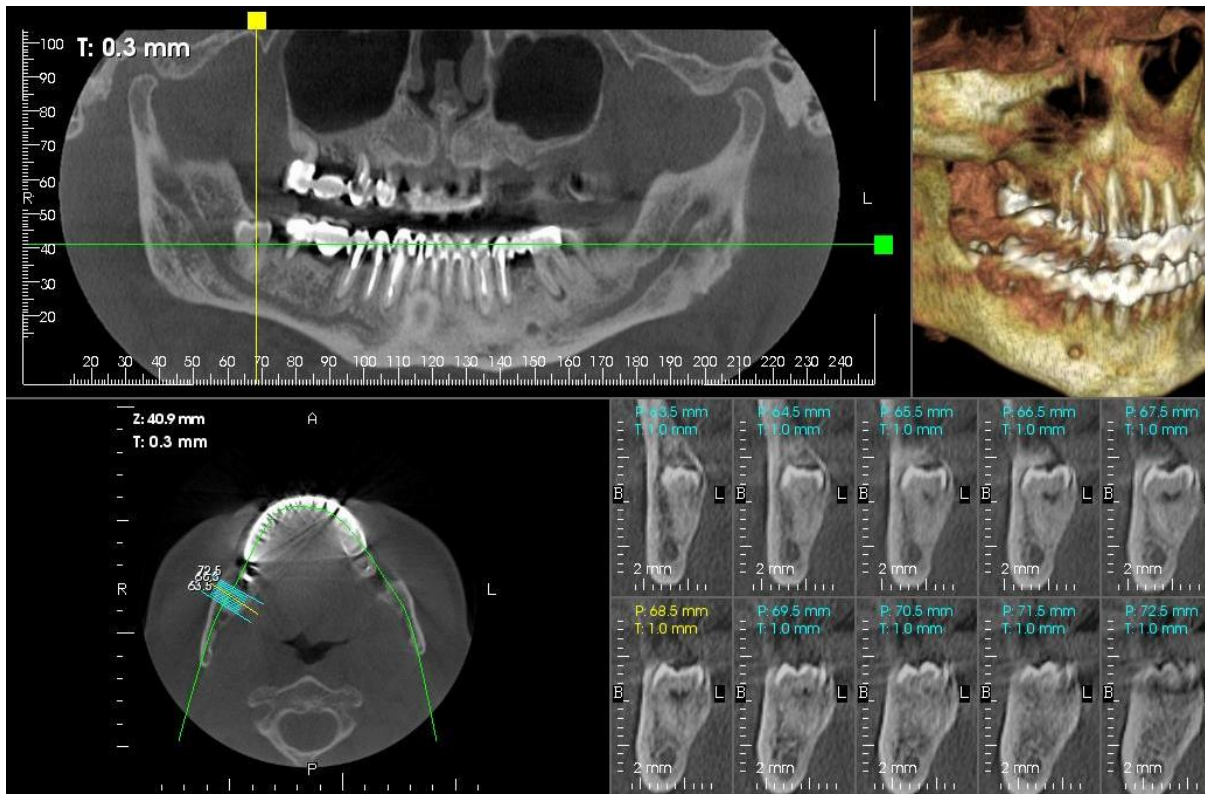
Конусно-лучевая компьютерная томография — полуретенция, дистопия зуба 4.8
